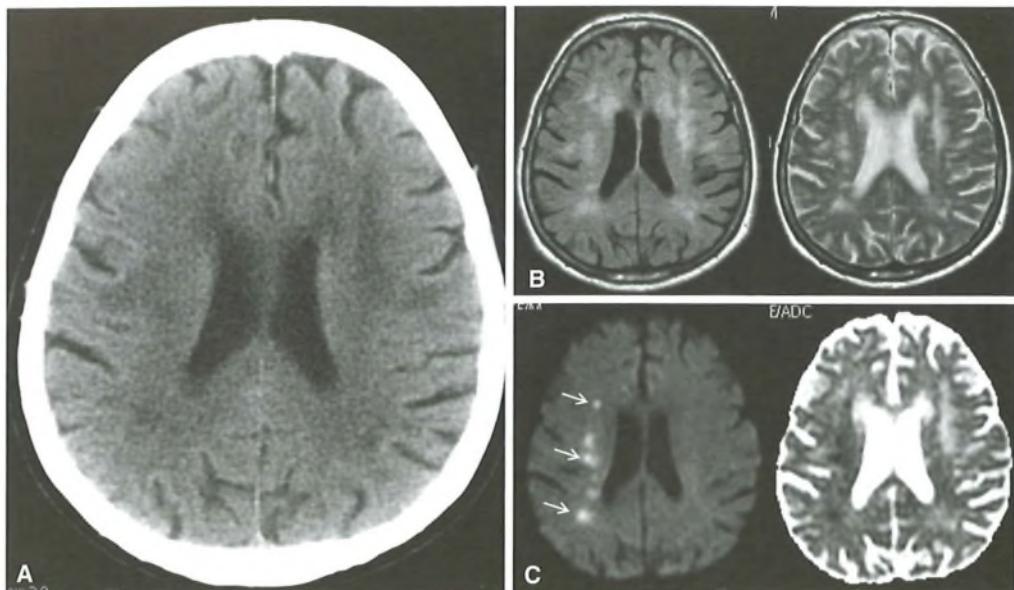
Ictus in emisoma sinistro da un giorno in paziente con gravi fattori di rischio vascolari. A) Già la scansione assiale TAC dimostra una diffusa ipodensità della sostanza bianca dei centri semiovale bilateralemente, in esiti di sofferenza parenchimale cronica su base vasculopatica. B) Le immagini assiali RMN, FLAIR (a sinistra) e T2-dipendenti (a destra) dimostrano ancor meglio la diffusa leucoencefalopatia in forma di diffuse areole di iperintensità di segnale. C) Solo le immagini assiali RMN ottenute con tecnica di diffusione (a sinistra) e con misura del coefficiente apparente di diffusione (a destra), però, consentono la dimostrazione di alterazione di segnale nei territori di confine dell'arteria carotide interna destra (frecce), espressione di danno ischemico in fase subacuta precoce. Il completamento con esame eco-color-Doppler (non mostrato) dimostrava una placca ateromasica con stenosi serrata all'emergenza dell'arteria carotide interna destra al collo.
